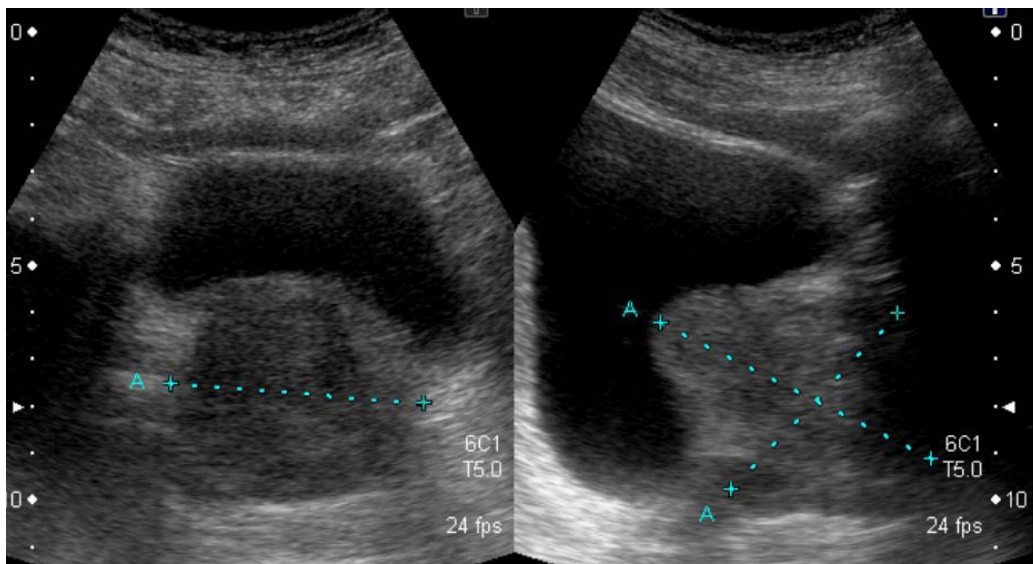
Image d'échographie suspubienne en coupe transversale (a) et sagittale (b). [46]
